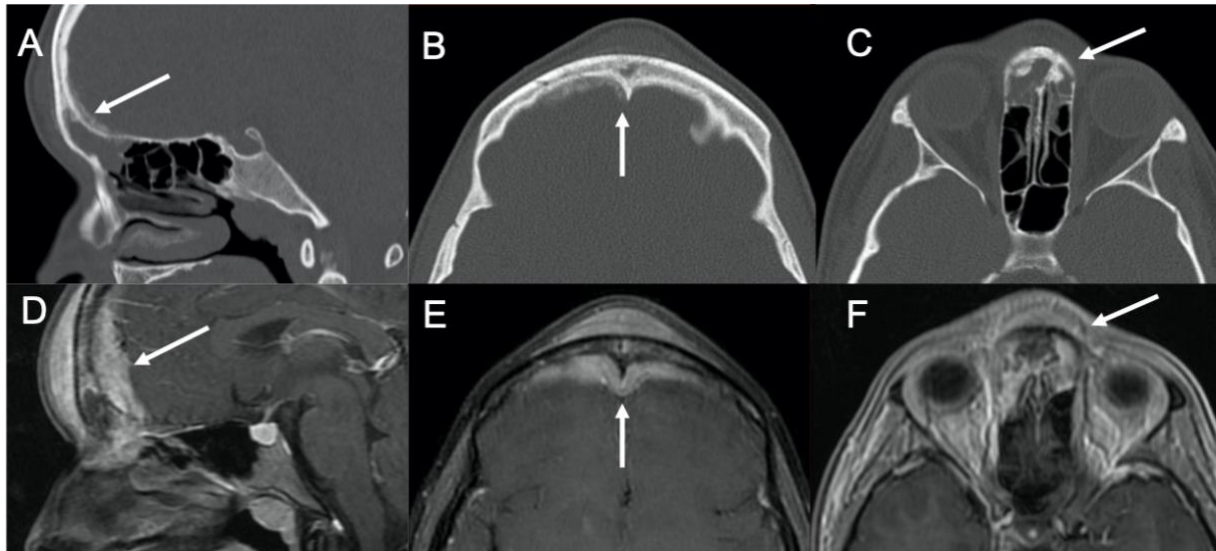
Cas 23 : Adolescente de 14 ans : sinusite frontale depuis un mois et demi non améliorée par antibiothérapie avec tuméfaction frontale sous-cutanée. Le scanner en fenêtre osseuse (A-C) montre une hétérogénéité osseuse du sinus frontal, des appositions périostées de part et d'autre de l'os frontal, un épaississement des parties molles et un comblement du sinus frontal et des cellules ethmoïdiennes antérieures. L'IRM en séquence T1 fat sat après injection (D-E) permet de mieux apprécier l'infiltration tissulaire transosseuse, notamment l'épaississement de la dure-mère au niveau endocrânien. La biopsie de cette lésion révèle un lymphome diffus à grandes cellules B.
